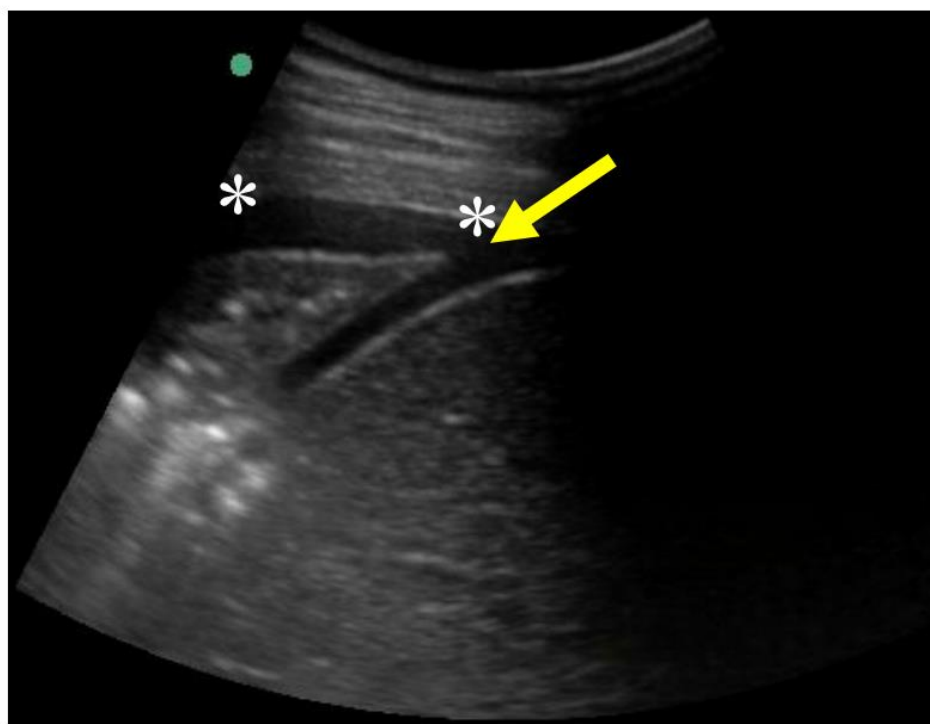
Ultrassonografia de pulmão com derrame pleural
